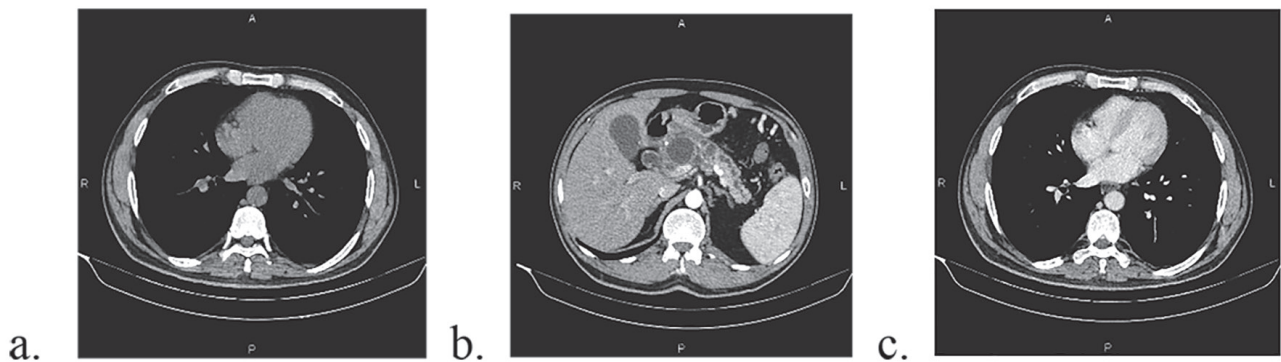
CT: a-fără contrast; b-faza arterială; c-faza venoasă. Pseudochist cefalopancreatic.
